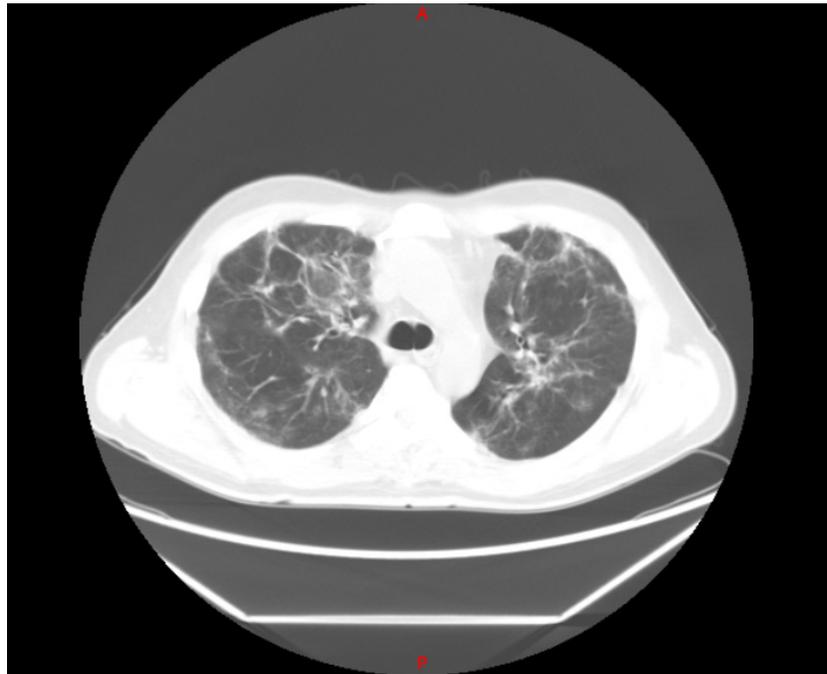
Post covid computed chest tomography scan (01/23/2021)
